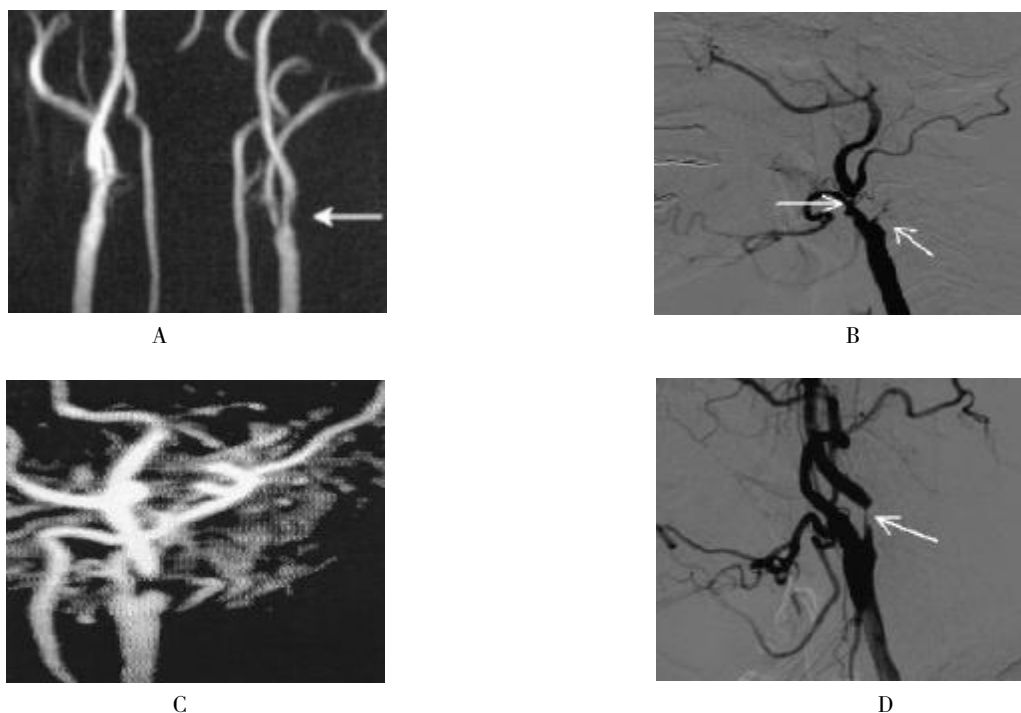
MRI 和 DSA 检测糖尿病患者颈动脉狭窄的结果
